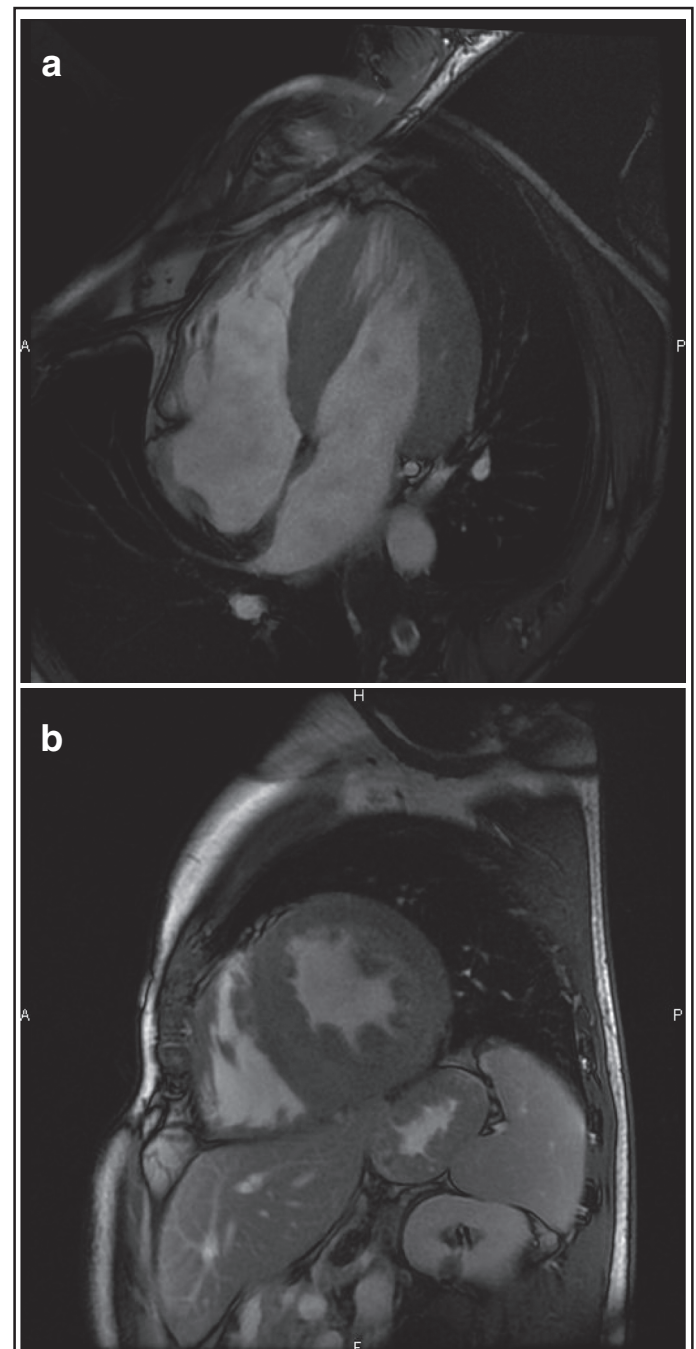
IRM cardiaque en séquence cinétique bright blood quatre cavités (2a) et petit axe à hauteur des piliers du ventricule gauche (2b) démontrant une hypertrophie majeure.
